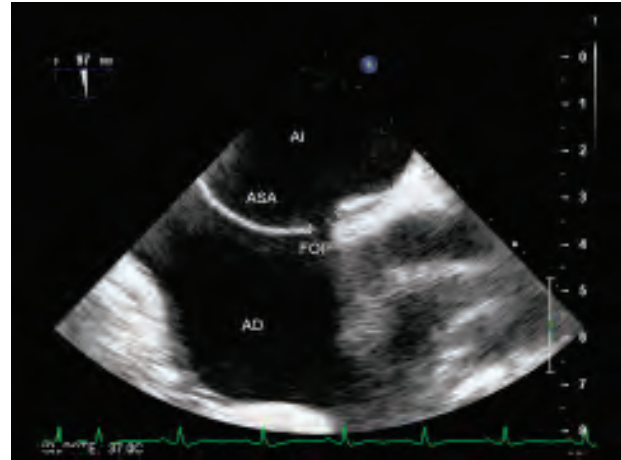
Ecocardiograma transesofágico tridimensional de aneurisma del septum interauricular con paso de microburbujas hacia la aurícula izquierda a través de un foramen oval permeable.
